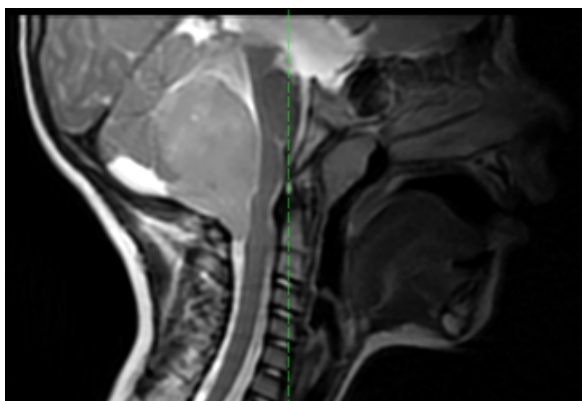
Meduloblastoma en RMN cerebral.
